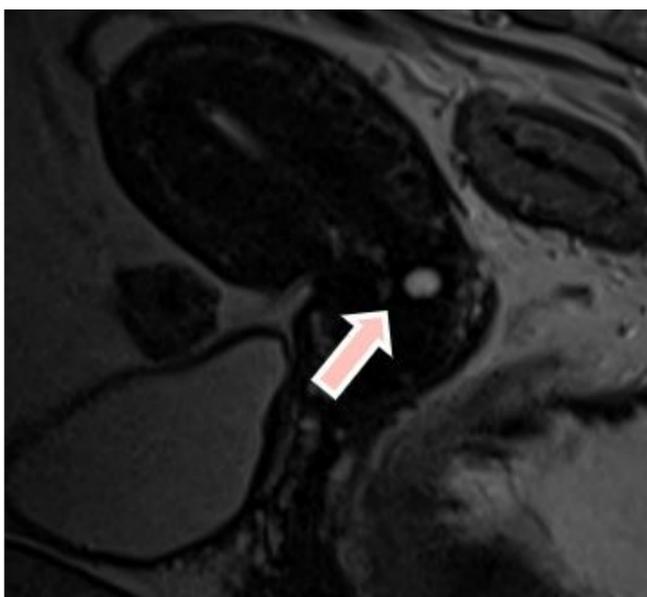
RM pelvis TSE T2 plano sagital. Quistes de Naboth en cérvix (flecha rosa)
